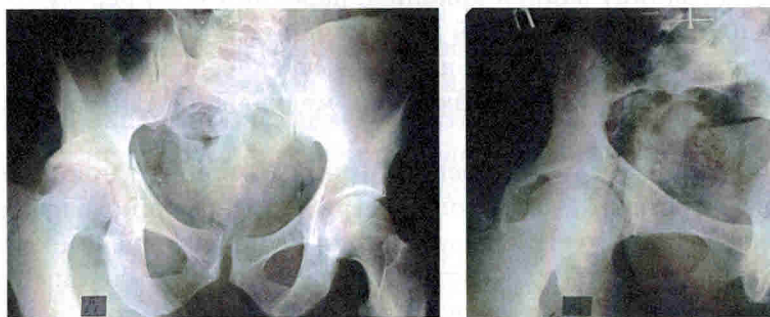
Рентгенограммы таза в прямой и запирающей проекции (без изменения положения таза)
